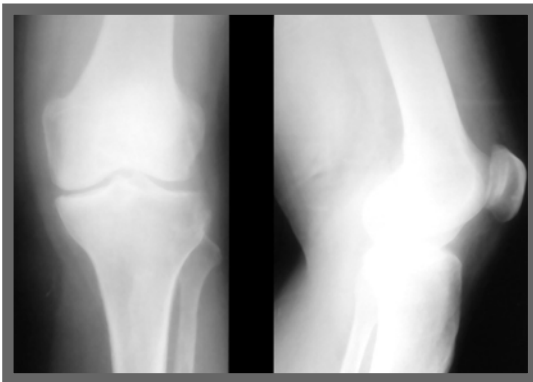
Radiographie des genoux (face) : normale chez notre patient comme dans 71% (6), cependant, elle peut montrer des érosions corticales, des géodes polycycliques au niveau des zones d'insertion ligamentaire
